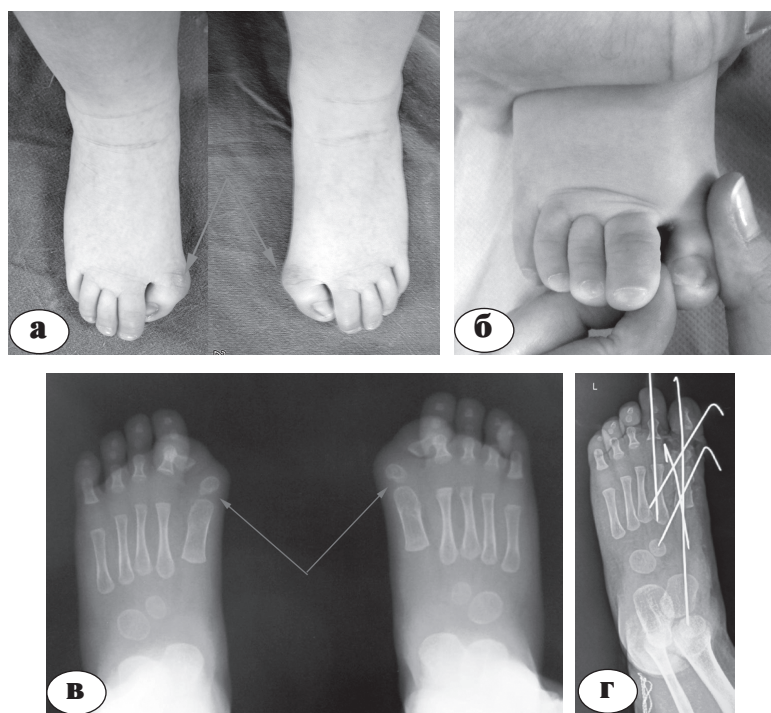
Фото и рентгенограммы стоп пациента Б., 10 месяцев: а – натоптыши в области плюснефаланговых суставов; б – пассивная коррекция деформации 1-го пальца; в – суставная щель плюснефаланговых суставов; г – рентгенограмма после оперативного вмешательства
